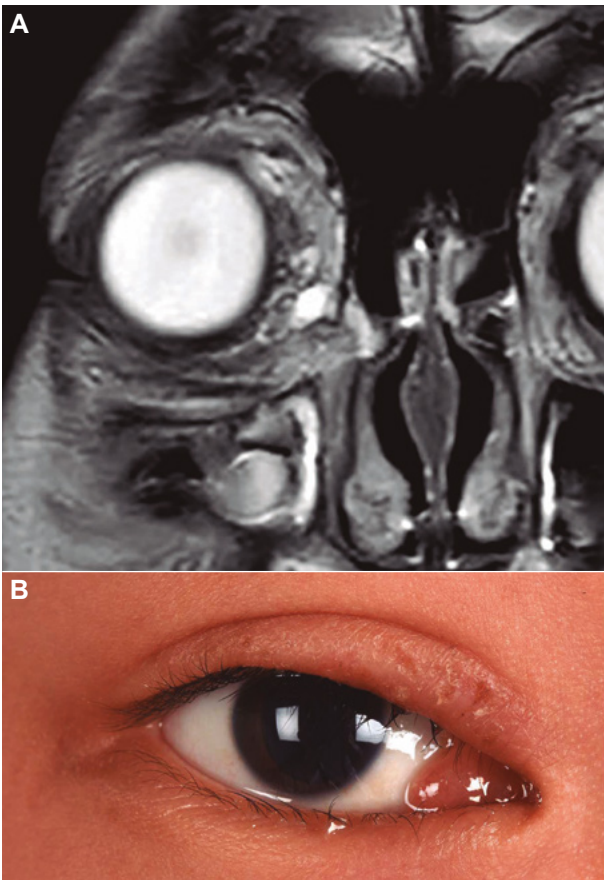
A. Malformación linfática de órbita derecha. Afecta carúncula y la podemos observar en la consulta. También observamos la afectación del párpado superior con un efecto masa. B. Resonancia de la lesión, observamos una malformación linfática mixta con macro y microquistes en órbita derecha.
